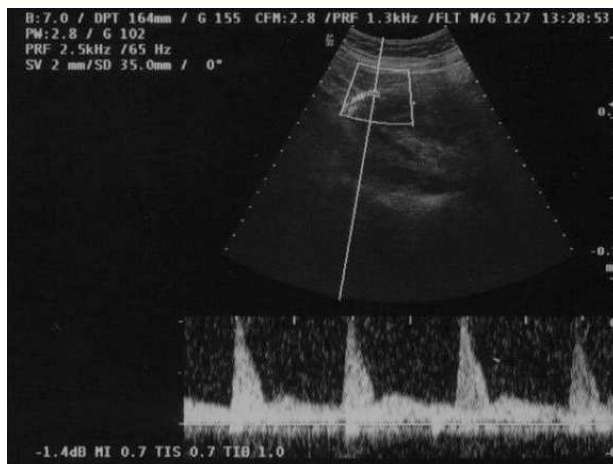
Doppler materno: notch protodiastólico en la arteria uterina derecha.
